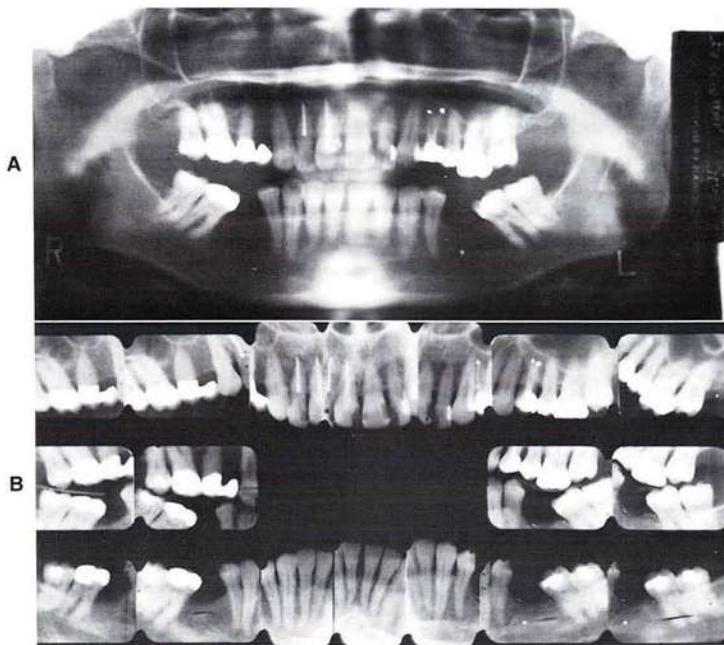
Para los adultos comprometidos periodontalmente que son candidatos habituales para la ortodoncia adjunta, suelen necesitarse tanto una radiografía panorámica como radiografías periapicales de la zona que se va a tratar. En la actualidad, la enfermedad periodontal es la principal indicación para las radiografías periapicales. Para este paciente, que es un candidato para el tratamiento ortodóncico adjunto, sólo puede obtenerse información adecuada de la morfología radicular, la enfermedad dental y la destrucción periodontal mediante radiografías periapicales bien tomadas.
